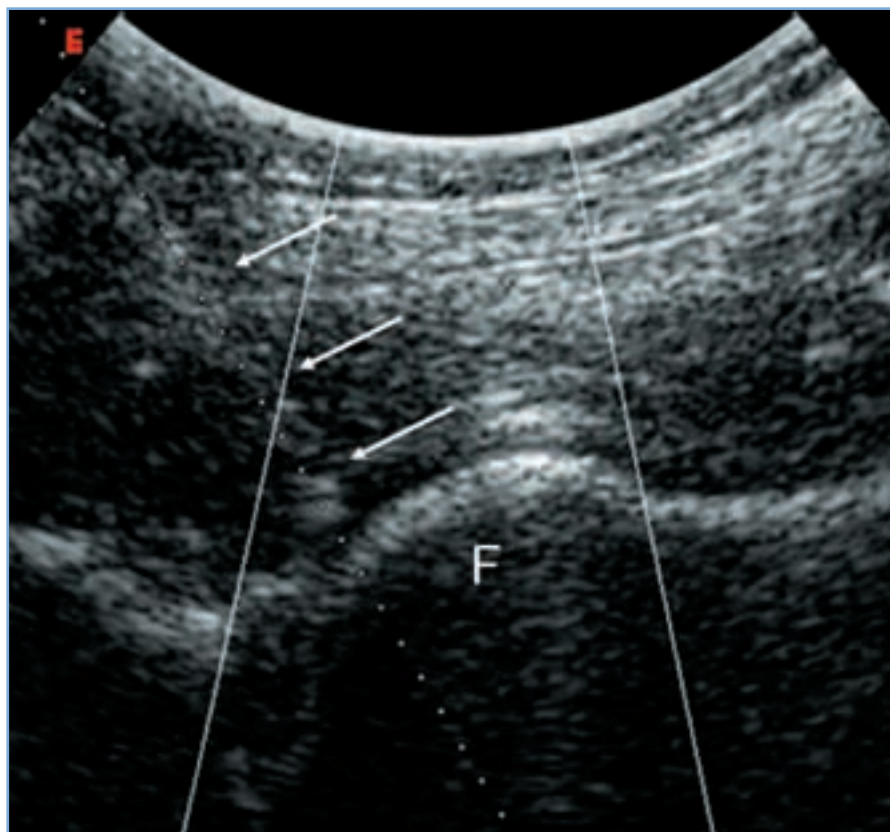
scansione ecografica longitudinale dell'anca. Le frecce indicano l'ago con la punta localizzata in prossimità della testa femorale (F).
